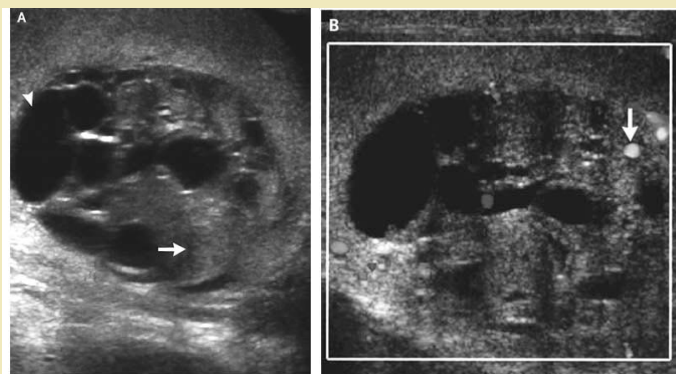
Evaluación Diagnóstica del Tumor Testicular mediante Ecografía Doppler. A. Ecografía en escala de grises. Imagen de una masa intratesticular compleja, sólida e hipoeoica (flecha) que coexiste con un área quística o necrótica (punta de flecha). B. Ecografía Doppler a color. Muestra vascularización interna (flujo sanguíneo) dentro de la lesión sólida (flecha), lo que es altamente sugestivo de malignidad (Tumor de Células Germinales Testiculares), diferenciándolo de lesiones benignas como quistes.
